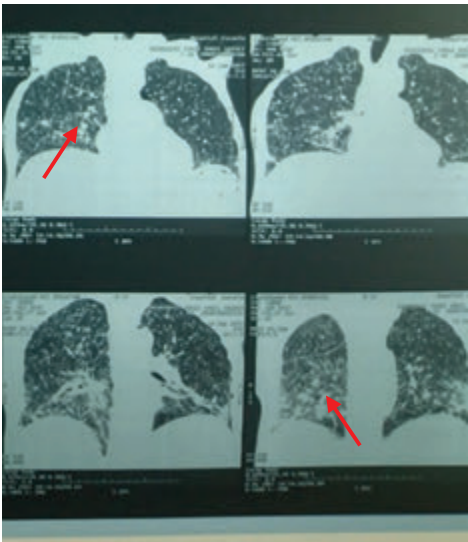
Tomografía Toracoabdominal, se observa patrón micronodular pulmonar.
